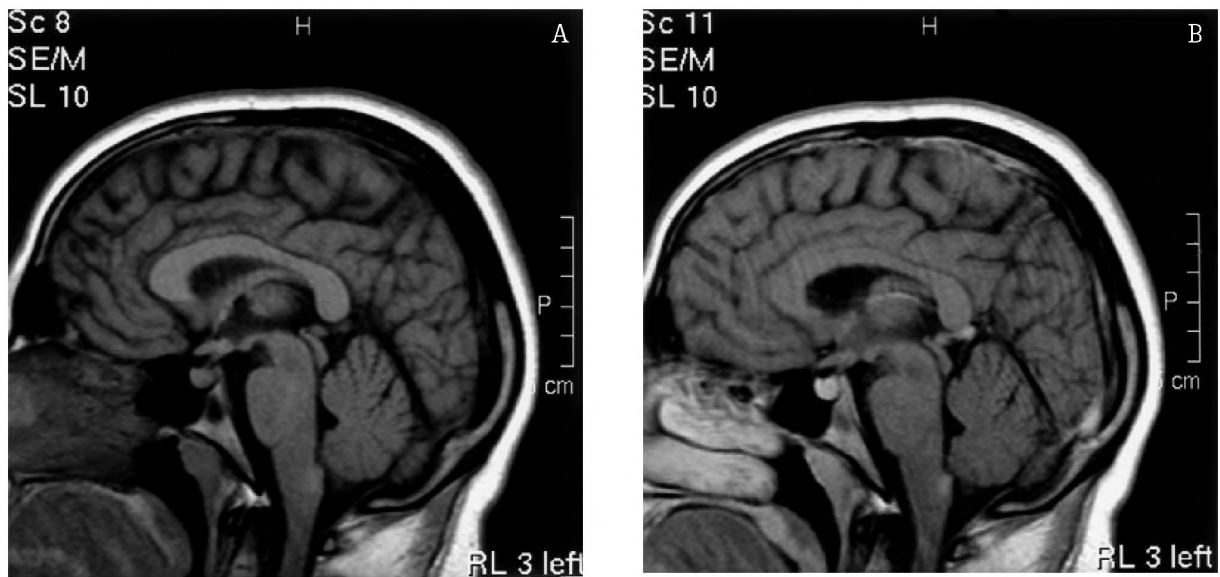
MRI performed on July 21, 2003: a), b) complete infiltrative lesion regression in suprasellar region and partial lesion regression in the brain stem. Pre- and post-contrast SE/T1 sequences, sagittal cross-section.
